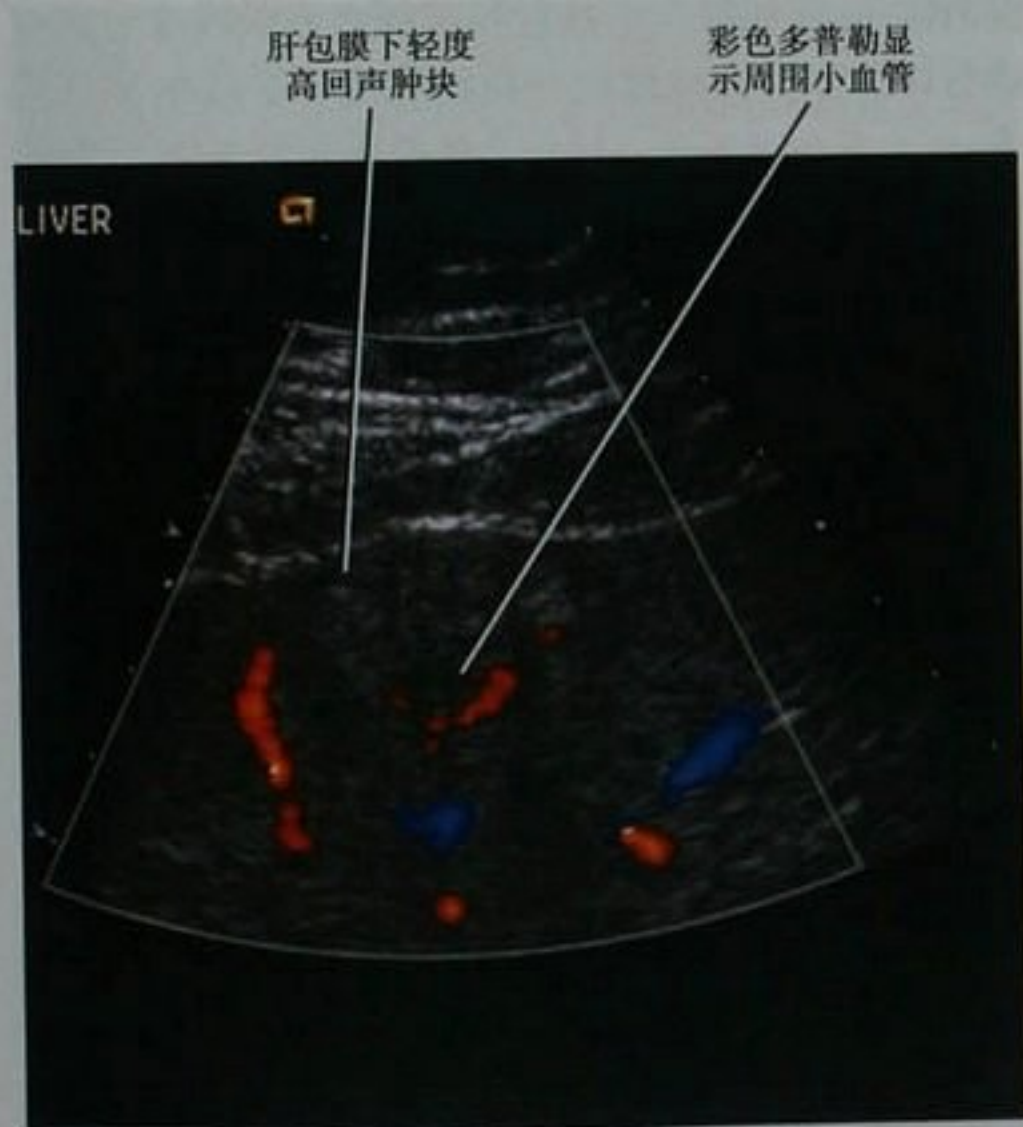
肝硬化伴肝包膜下肝细胞癌患者的肝脏超声。注意该病灶和周围肝实质相比呈轻度高回声
